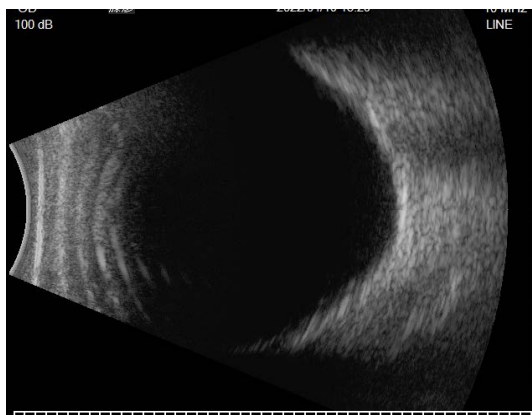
Postoperative B-mode ultrasound in right eye
